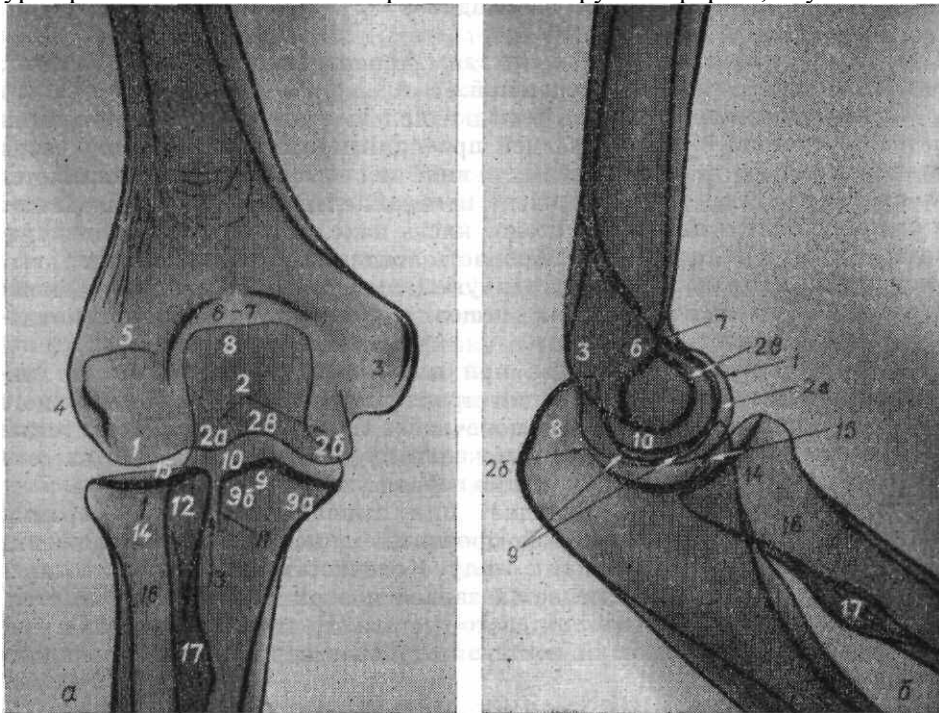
Рентгенограмма локтевого сустава в прямой задней (а) и боковой (б) проекциях.
